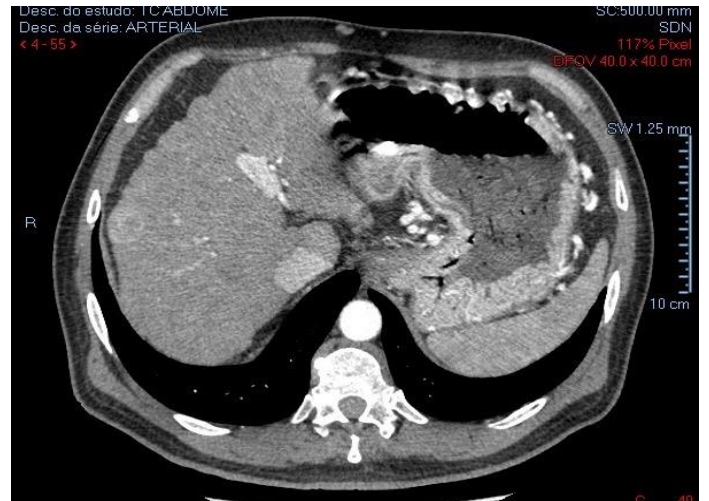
Tomografia Computadorizada do Paciente.
